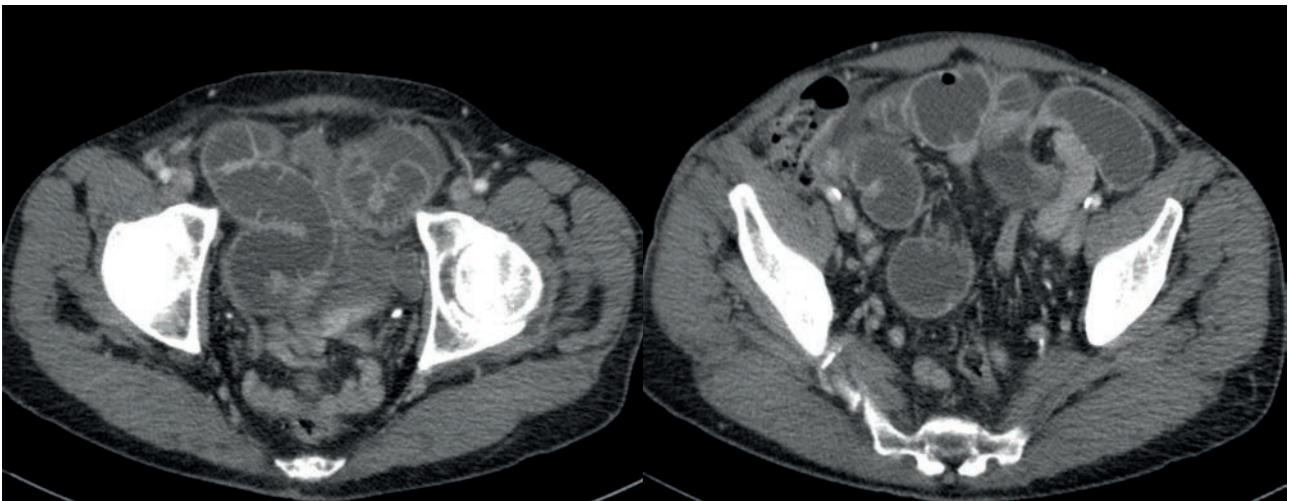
TAC abdominopélvico. En el lugar de obstrucción, se observa un corto segmento de asa obstruido en dos puntos, lo que indica obstrucción en asa cerrada. El asa cerrada se encuentra dentro de un saco herniario lleno de líquido localizado adyacente al orificio inguinal interno izquierdo.
